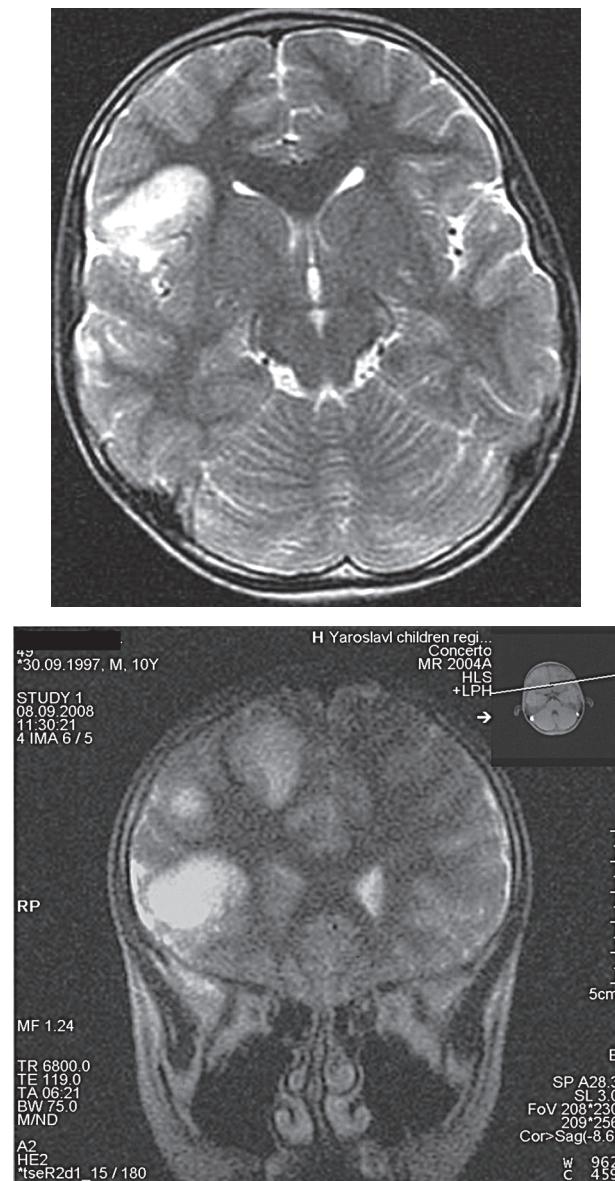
Типичная МРТ-картина герпетического энцефалита у пациента С, 11 лет: А, Б — без контрастирования
